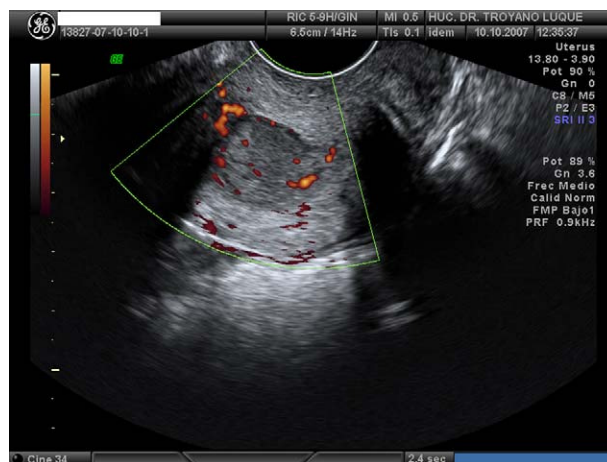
Ecografía transvaginal realizada a la paciente de nuestro caso n° 4 en el estudio diagnóstico. Imagen que impresiona de pólipo endocervical de 2 cm, con profusa vascularización estromal.
